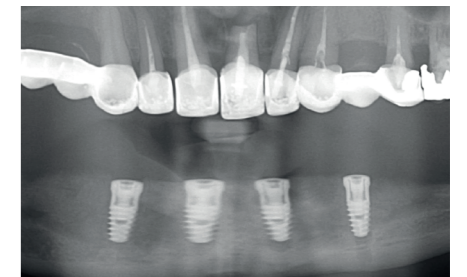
Initiales Panorama-Röntgenbild.
